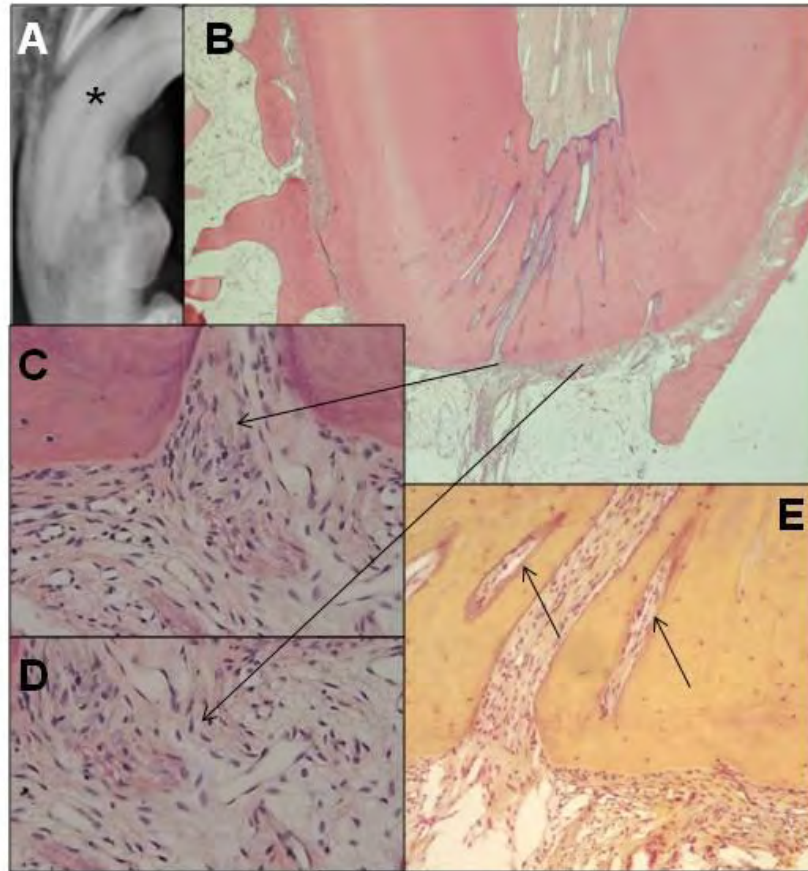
Imagens representativas do grupo controle negativo. (A) Radiografia do canino inferior esquerdo (*), hígido [Original - Rx]. (B) Aspecto panorâmico [x100 - H.E.]. (C,D) Infiltrado inflamatório leve e organização do tecido (*setas*) [x400 - H.E.]. (E) Ausência de bactérias em lacunas de cimento (*setas*) [x400 - B.B.].
